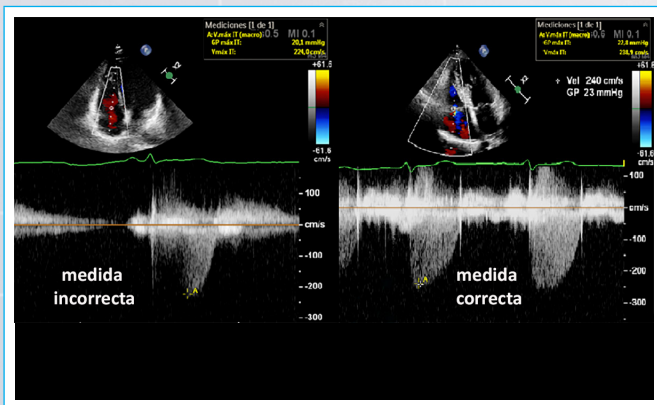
Ejemplo de doppler mal alineado con una curva incompleta y de señal doppler correcta.
